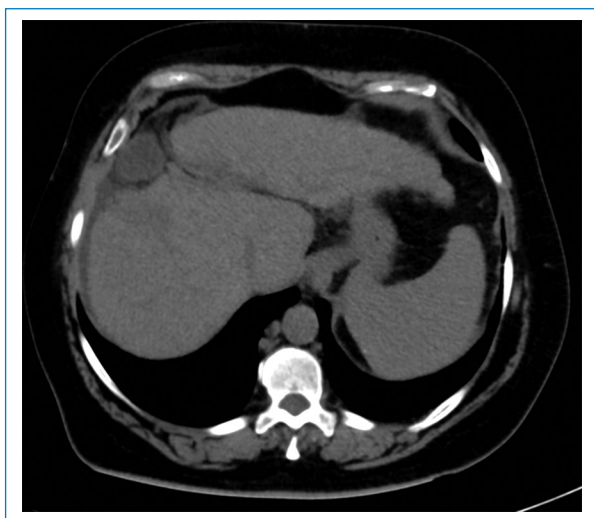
TC de abdomen simple en corte axial. Se observa la vesícula biliar ectópica asociada a escaso líquido libre perihepático.
